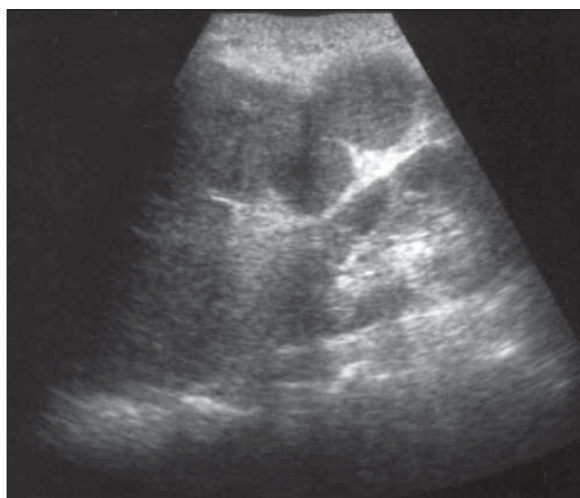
Splină supranumerară. Ecografie.
